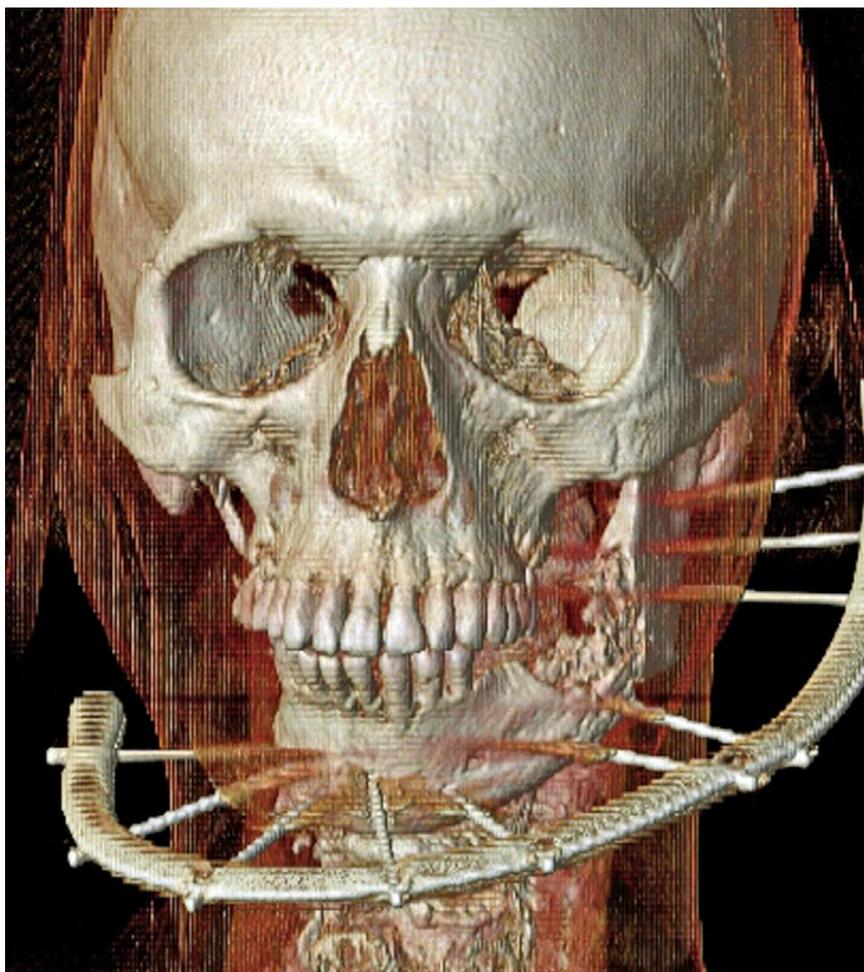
Reconstruction 3D d'un TDM post opératoire d'un de nos fixateurs externes. La pose était indiquée pour une ostéoradionécrose mandibulaire.
